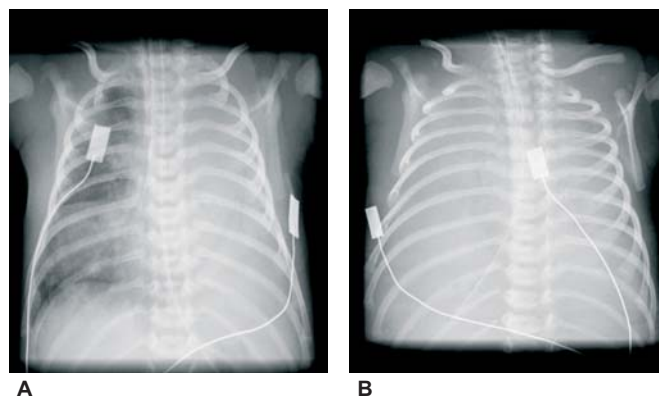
Radiografia do tórax antero-posterior ao 11º (A) e 12º (B) dia de vida.
